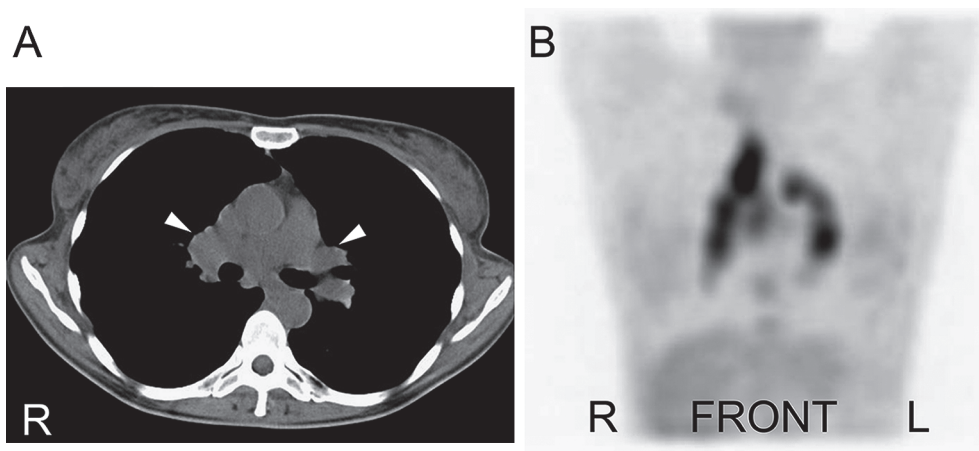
Chest CT and gallium scintigraphy.
